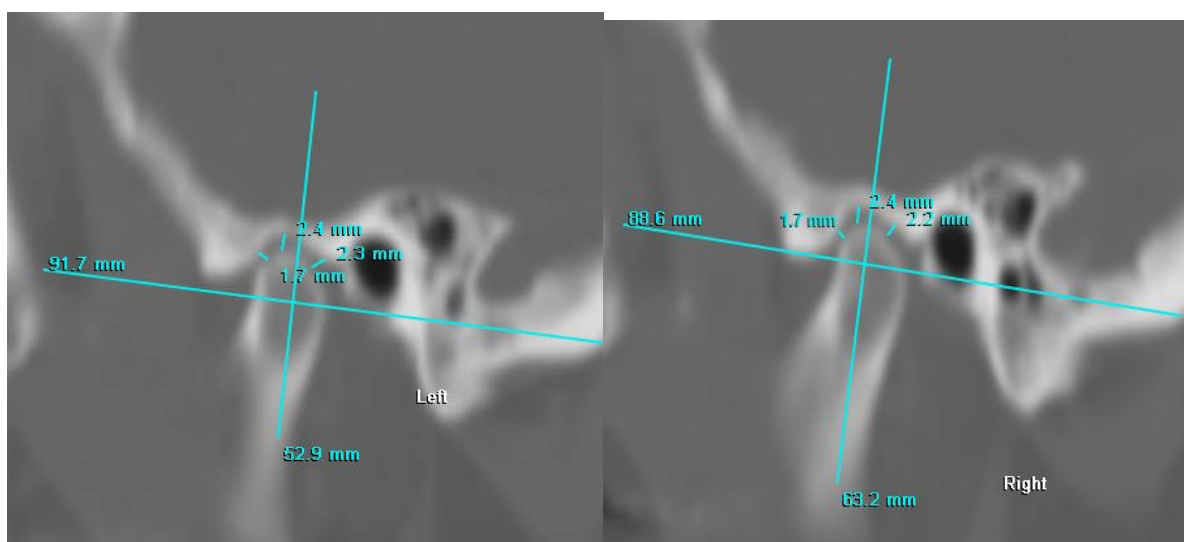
Контрольные компьютерные томограммы ВНЧС
